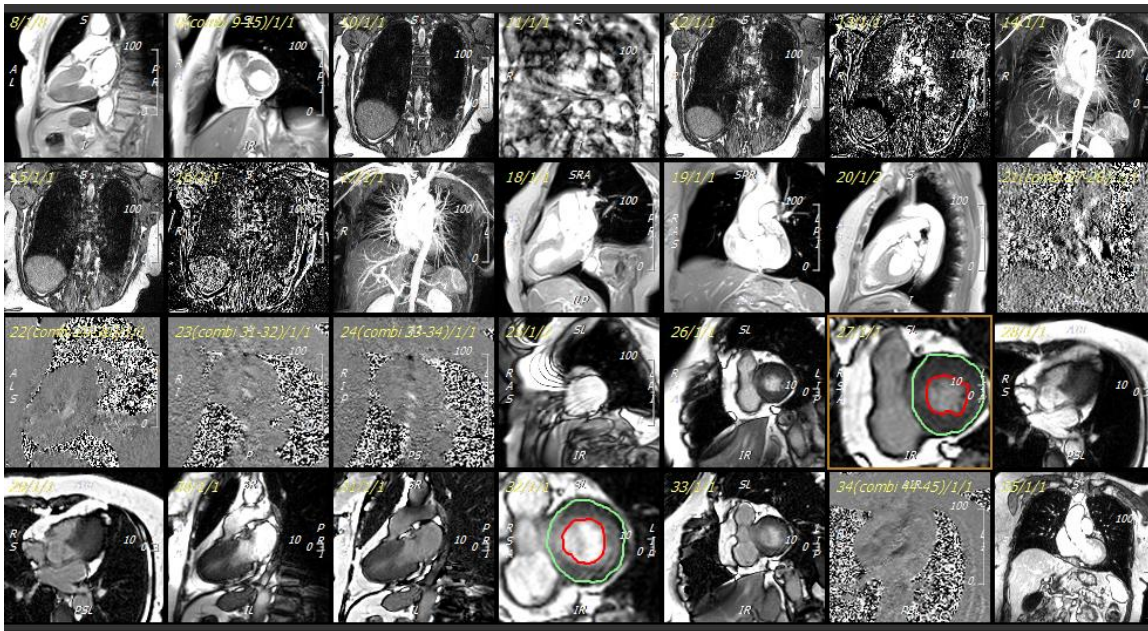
Análisis de RMN Gd grado de fibrosis miocárdica en el ventrículo izquierdo y la relación del grado de fibrosis con la masa de tejido ventricular sin fibrosis
